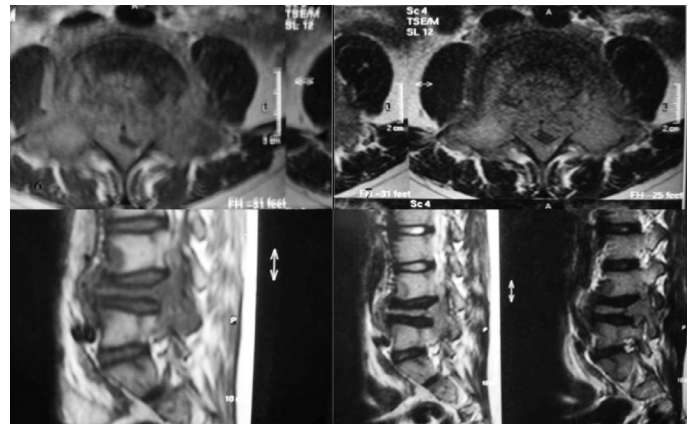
IRM observando a massa e a fratura patológica em corte sagital.
